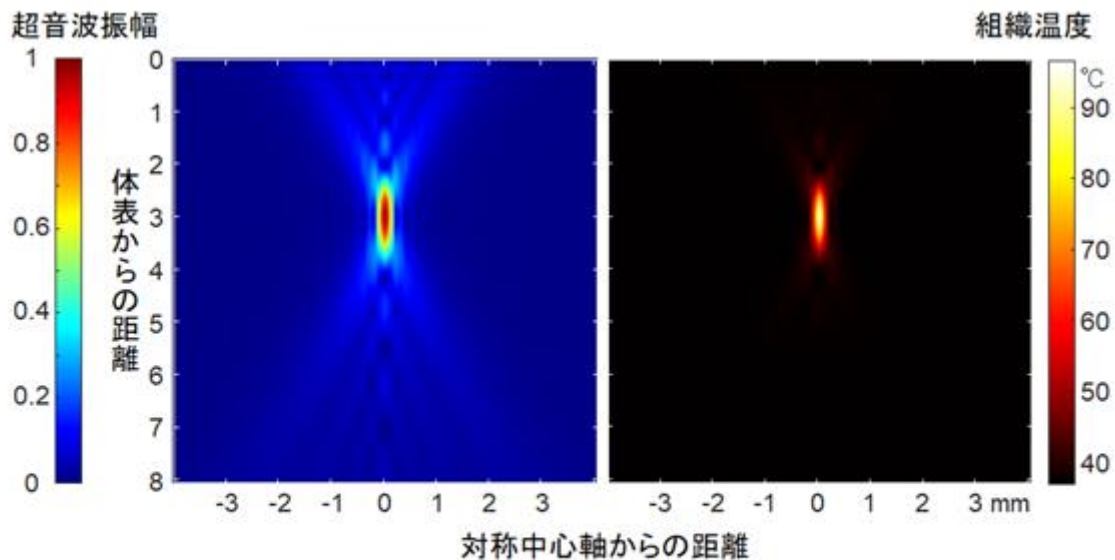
集束超音波音場振幅分布 図22. 組織温度分布の例
